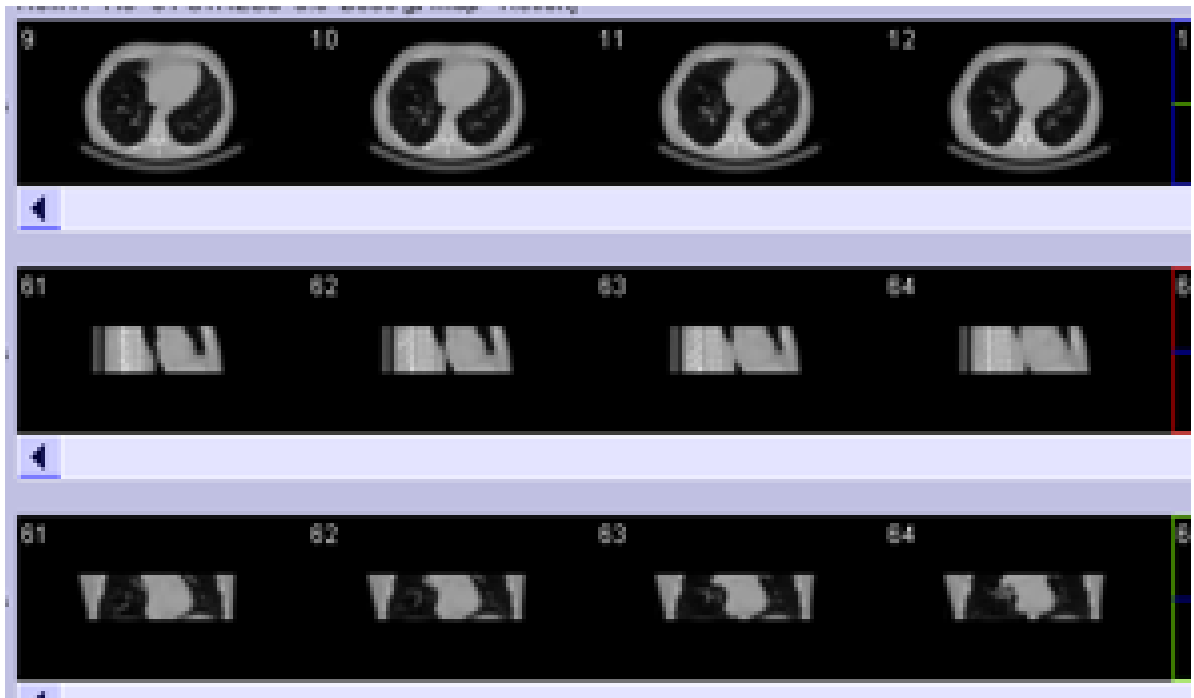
Αριστερά εμφανίζονται οι εικόνες Αξονικής Τομογραφίας και SPECT με διαφορετικές μήτρες(128-512) και διακριτική ικανότητα.
